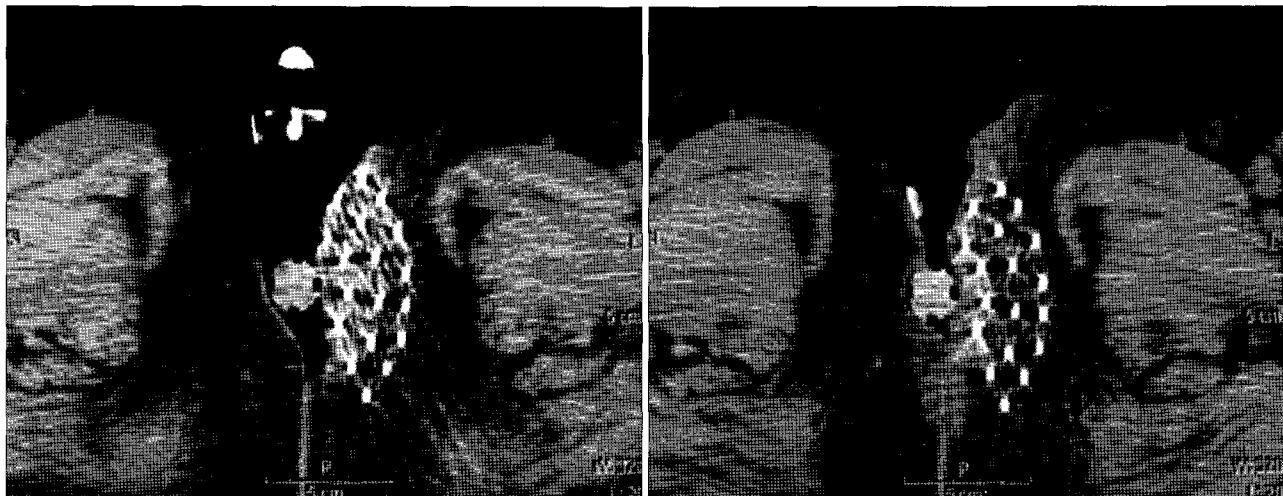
An example of verification CT image after inset modified MUPIT applicator.
